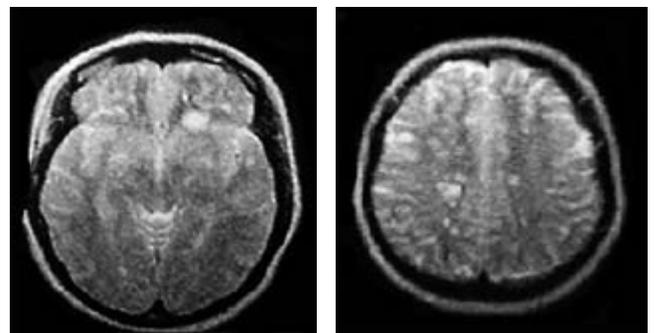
МРТ головного мозга пациентки Р. (31.08.2006)
